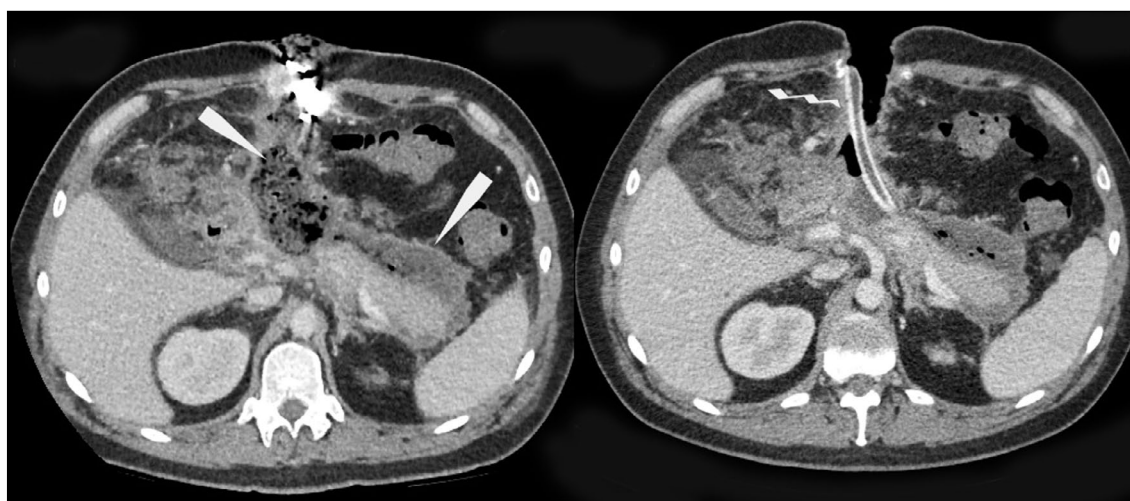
图 4腹腔器官CT与静脉造影：胰腺周围脂肪组织的引流浸润和液体积聚，在复查中减少（左图，箭头），引流内容物的腔内有止血海绵；引流管（右图，人字形箭头）。在重复分析中，注意到沿着浸润区的路线进一步形成了一个薄的、对比强烈的囊状物。
